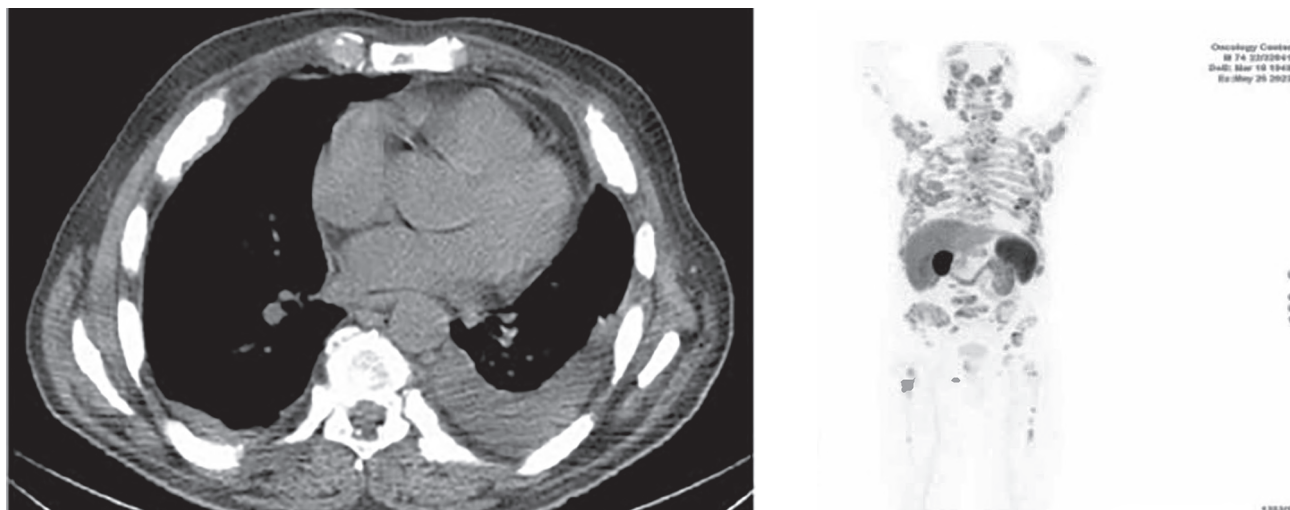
ПЭТ/КТ с  $^{18}\text{F}$ -ПСМА от 25.05.2023. Левосторонний малый гидроторакс. Уменьшение опухолевой активности в костных очагах
